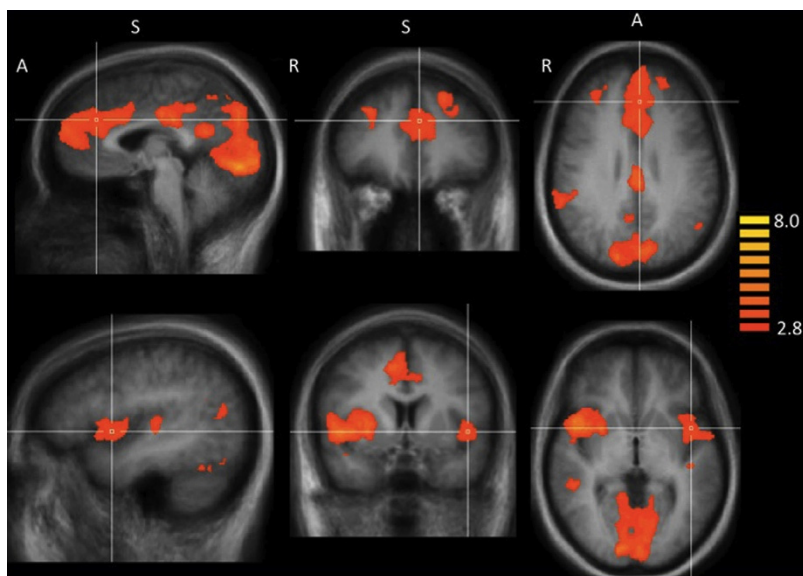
Análisis de los efectos aleatorios en fumadoras por resonancia magnética cerebral funcional (fMRI). El análisis de todo el cerebro de efectos aleatorios muestra que las fumadoras tienen una mayor reactividad del cerebro medido por fMRI para imágenes relacionadas con el tabaco en relación con las imágenes neutras en varias regiones corticales (incluyendo las estructuras de la línea media y la ínsula) y subcortical en el putamen³¹⁴. Estos patrones de activación se superponen con los resultados de otros estudios^{322,323}. Panel superior muestra la corteza cingulada anterior dorsal en coordenadas de Talairach³²⁴: X=-3, y=34, z=28. A; anterior, S; superior, R; derecho. Panel inferior situado en la corteza ínsular en las coordenadas de Talairach: X=-45, y=5, z=0.
